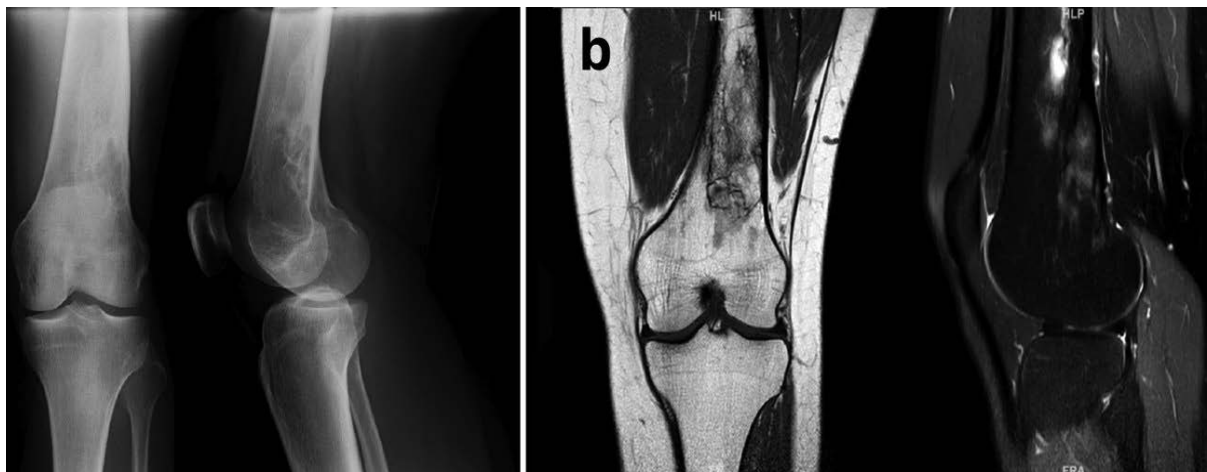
a: Imagen de radiografía simple de fémur izquierdo; lesión intraósea lítica bien definida. b: Imagen de resonancia magnética en secuencia T1 (izquierda) y SPIR (derecha); lesión intramedular de bordes mal definidos con adelgazamiento de la cortical y predominio de la señal correspondiente a tejido lipomatoso.
